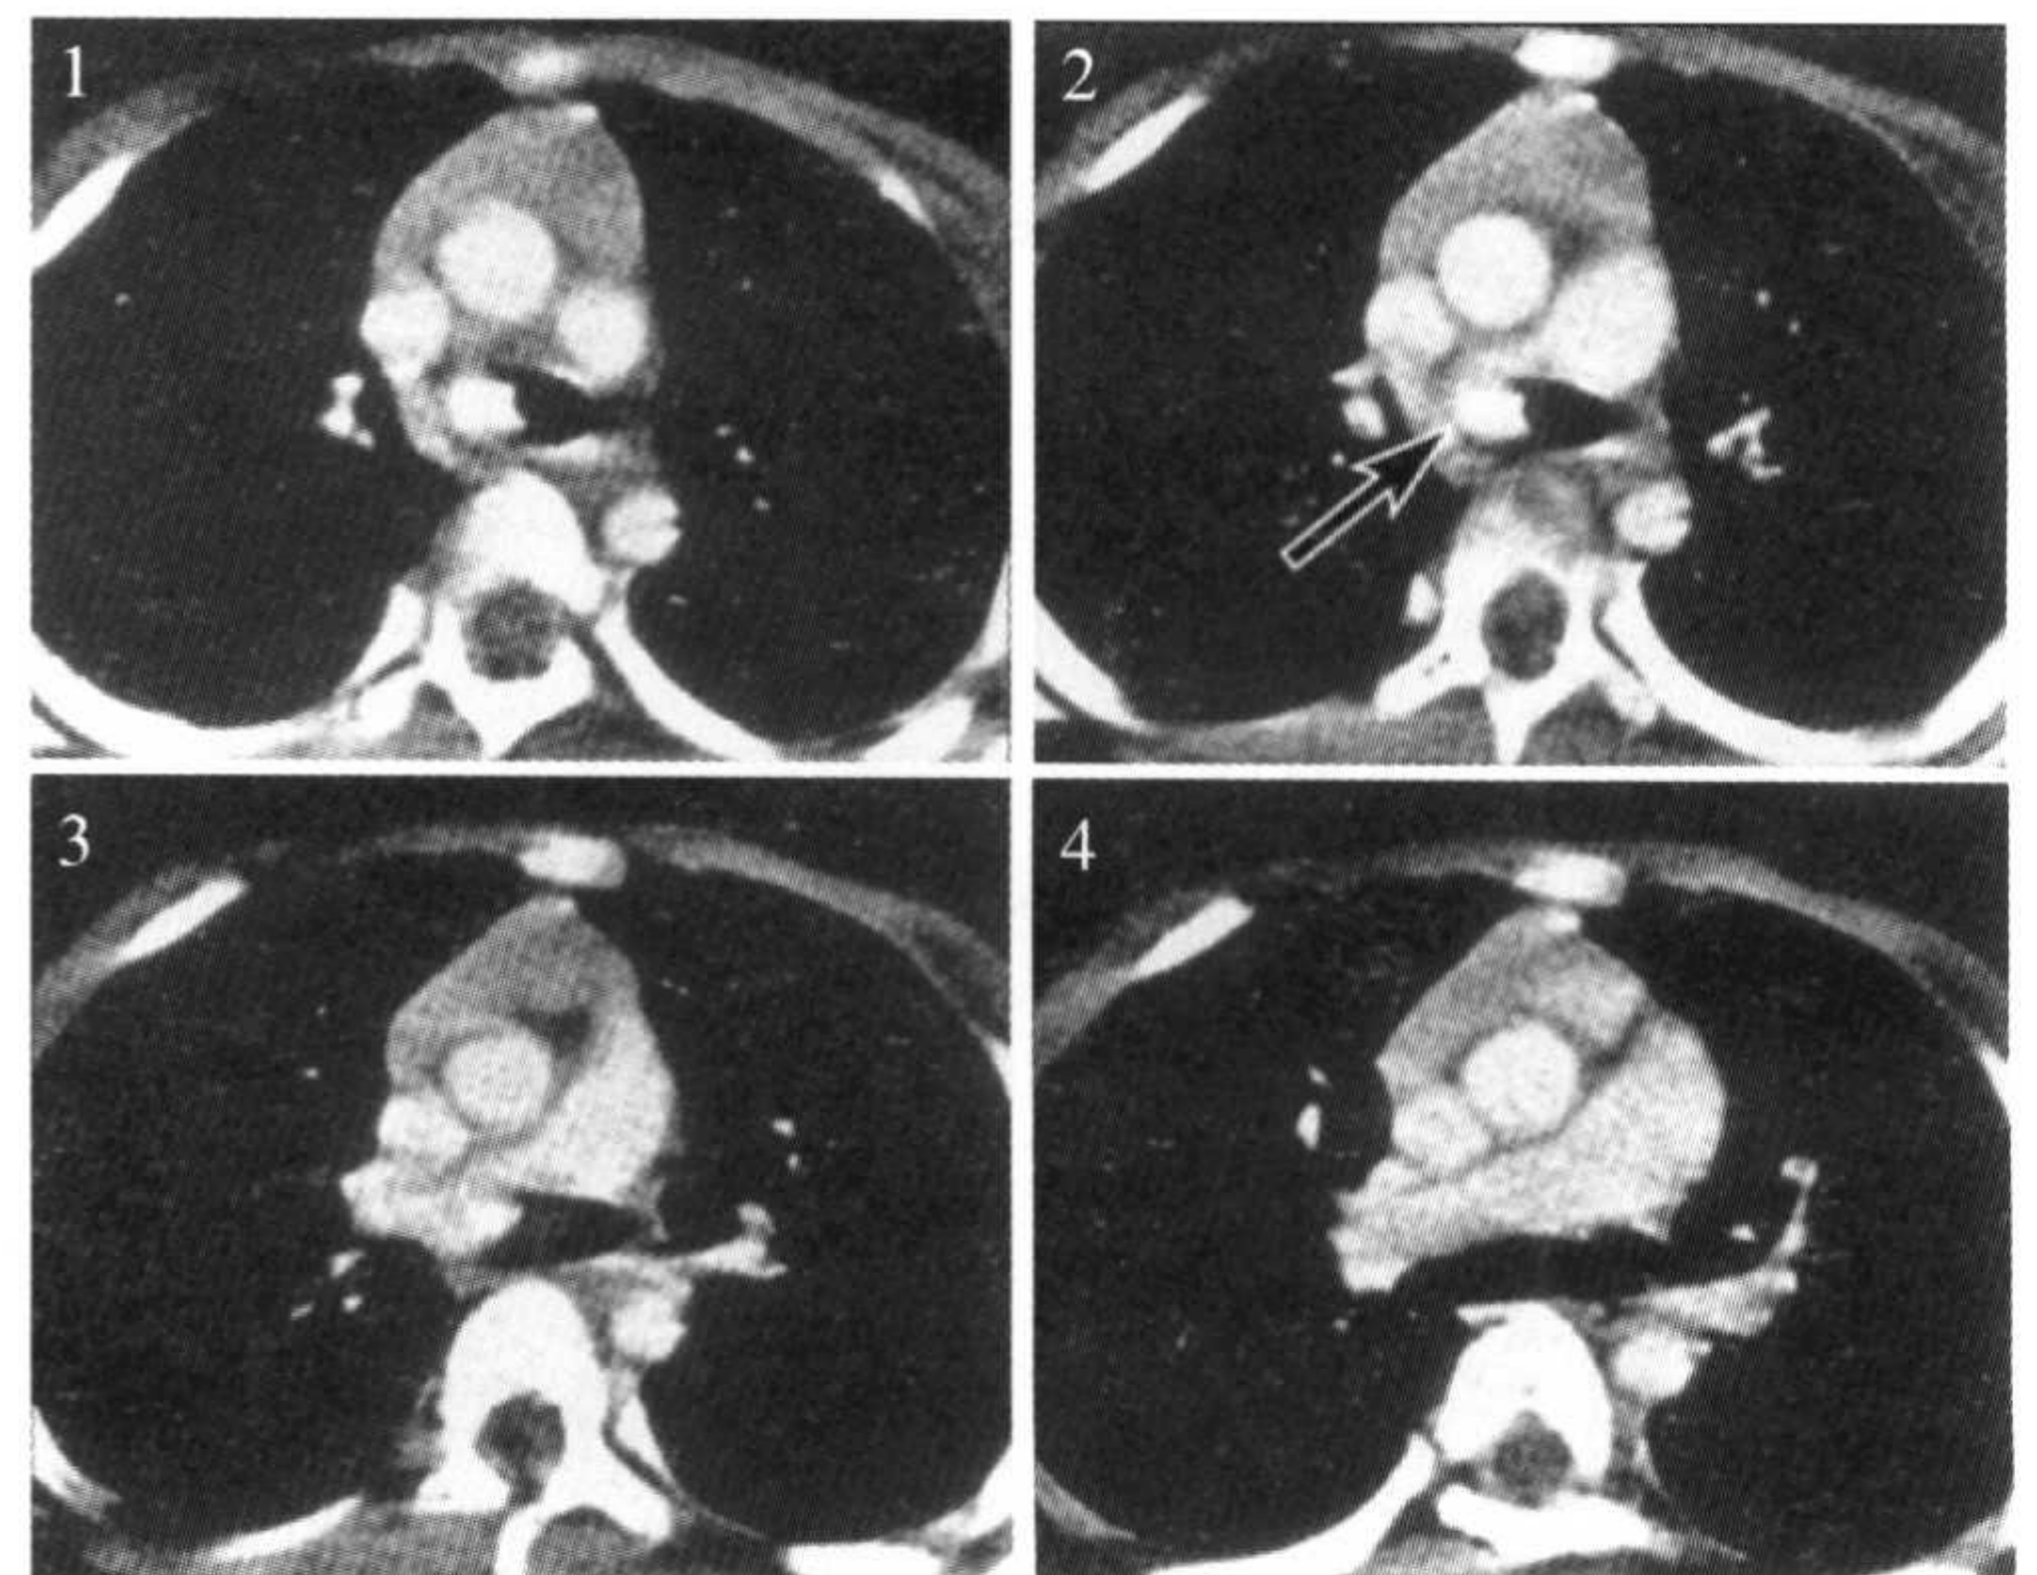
肺动脉悬吊。连续增强CT图像可见左肺动脉绕过气管的右方。
